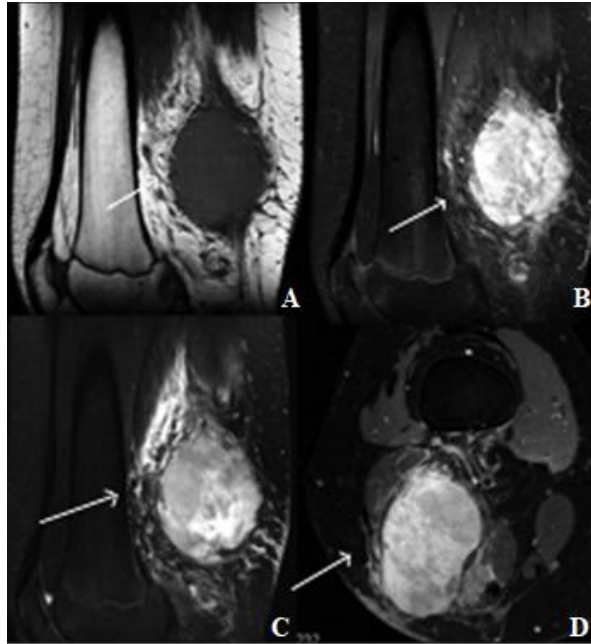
IRM d'un synoviosarcome du creux poplité. A et B : Coupes sagittales en T1 et T2 en saturation de graisse. C et D : Coupes sagittale et axiale en séquence T1 FS après injection de Gadolinium [47].
